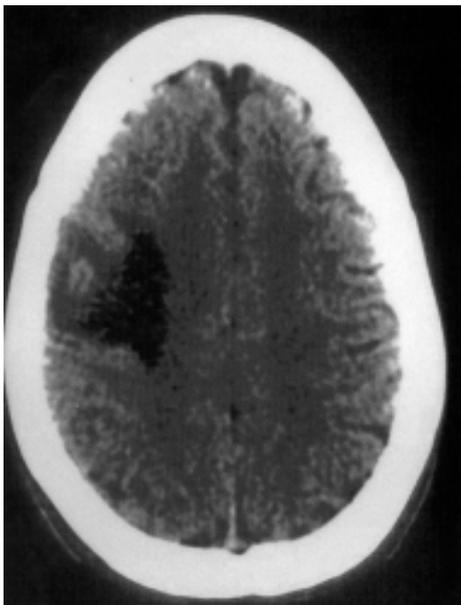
TC do crânio-encéfalo (sem contraste).
